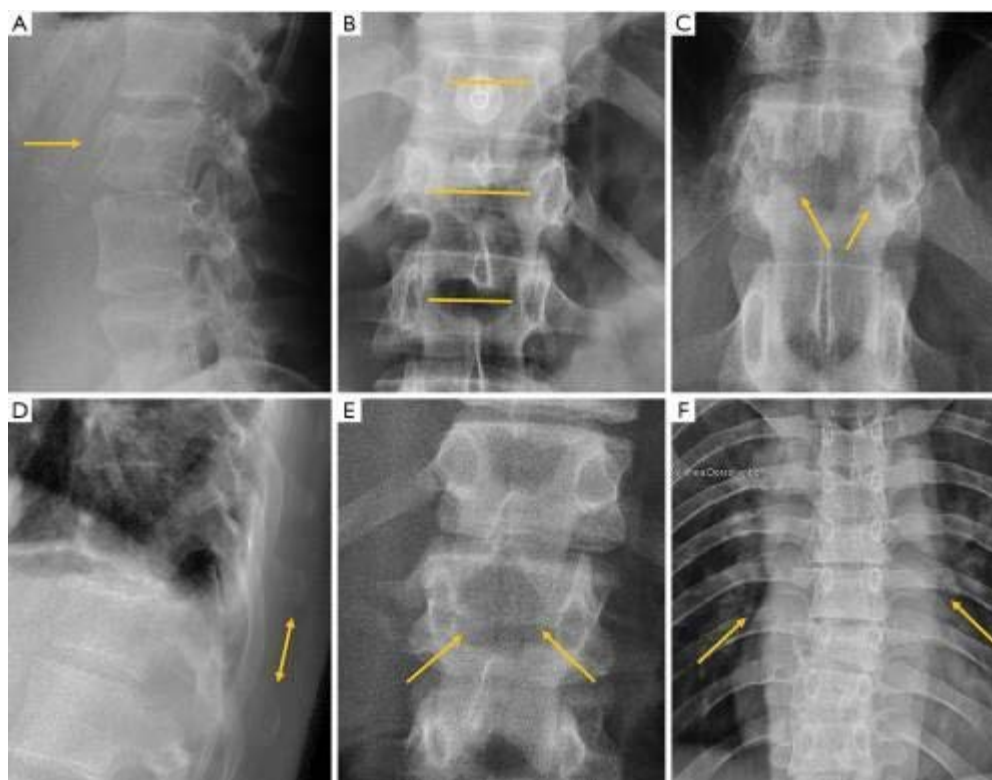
Рентгенологічне дослідження компресійного перелому хребта
